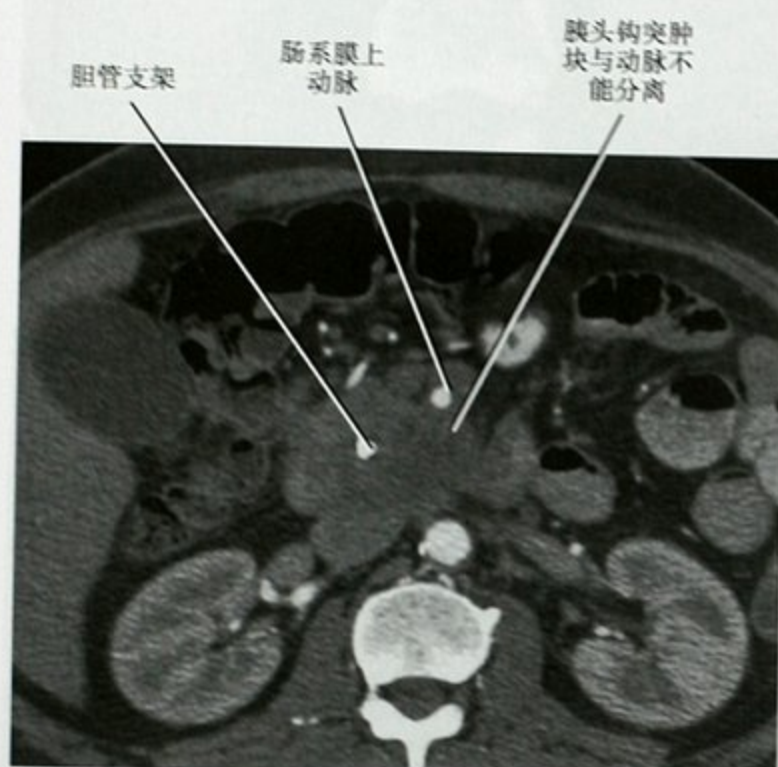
增强 CT 横断面显示胰腺癌侵犯肠系膜上动脉
